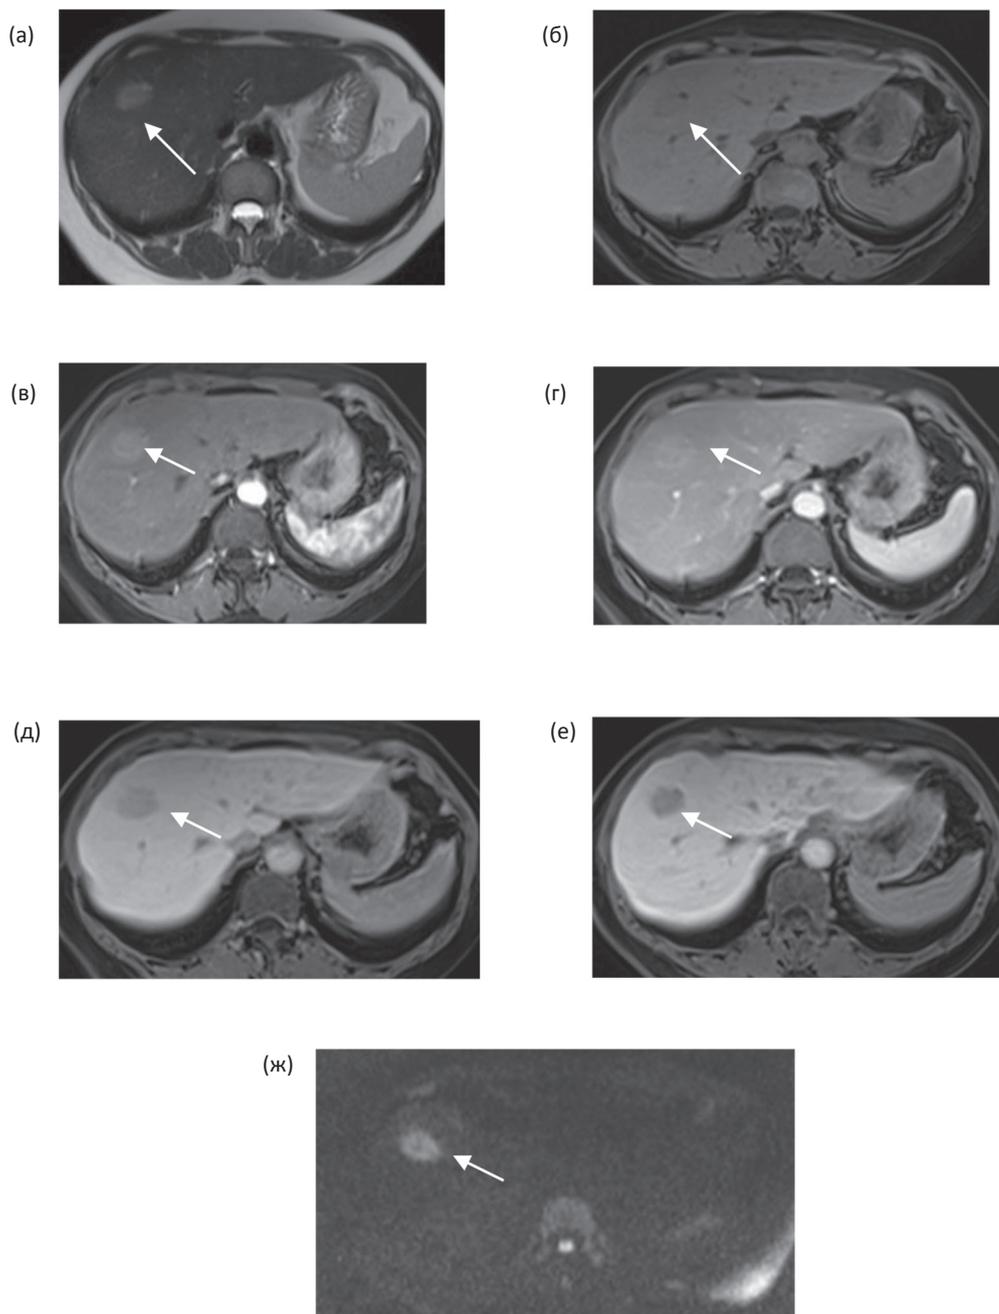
Аксиальные МР-томограммы пациентки Л., 53 лет с воспалительной ГЦА. (а) T_2 -ВИ: в правой доле печени – очаговое образование с частично четкими контурами и сравнительно однородной внутренней структурой повышенной интенсивности (стрелка). (б–е) T_1 -ВИ: (б) нативная фаза: структура определяемого образования гипоинтенсивна. Выявляемое образование (стрелки) интенсивно накапливает контрастный препарат в артериальную (в) и венозную фазы (г), с последующим его вымыванием в отсроченную фазу (д). В гепатоспецифическую фазу (е) образование гипоинтенсивно. (ж) при ДВ-МРТ (при $b = 800 \text{ с/мм}^2$) определяемый очаг гиперинтенсивен (стрелка) – признак ограничения диффузии свободных молекул воды.
